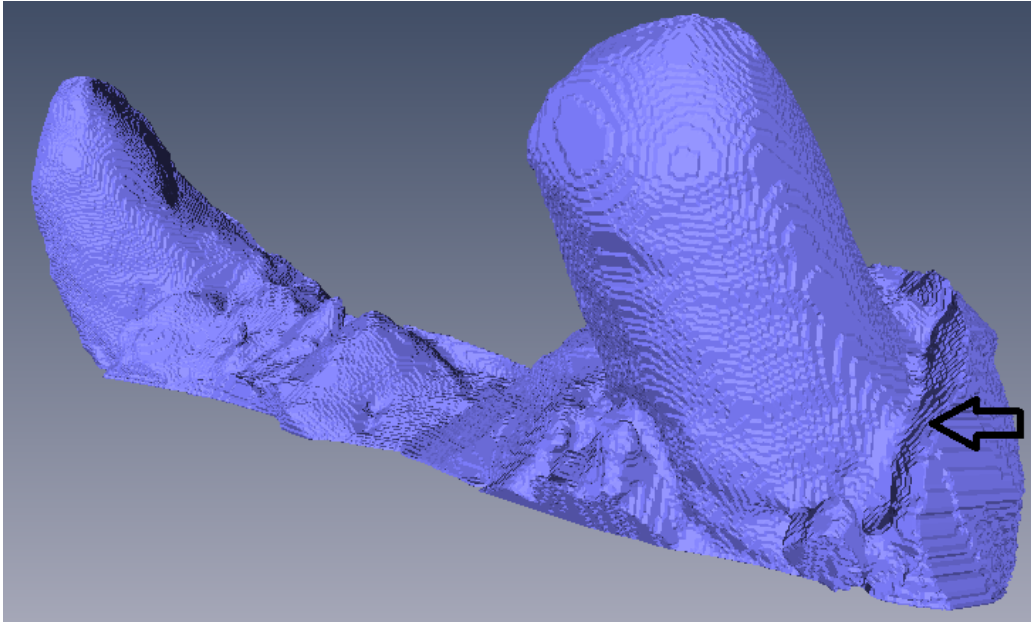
Das Bild zeigt die dreidimensional gerenderten Ergebnisse der digitalen MRT-Abformung eines Probanden (siehe Abbildung 6.4). Die Aufnahme beinhaltet alle wichtigen Bereiche, die für eine Herstellung einer Restauration nötig sind (z.B. Präparationsgrenze, Pfeil).
